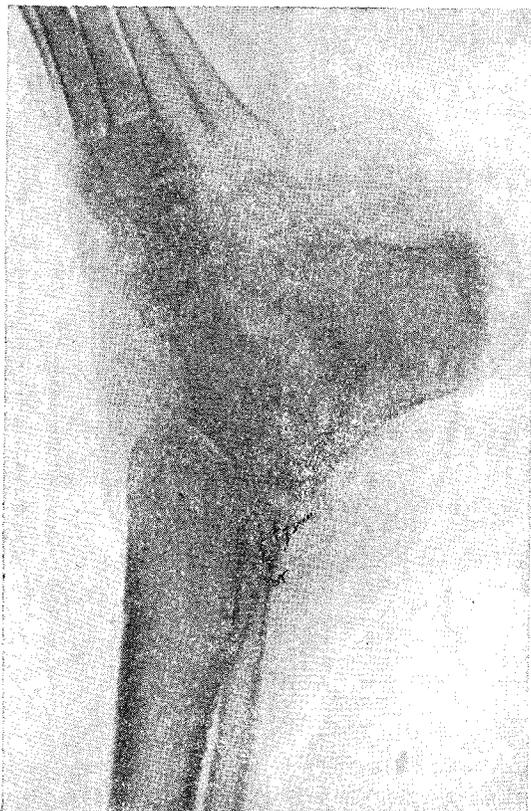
Рентгенограмма, произведенная через 3 года и 2 месяца после операции. Видно полное слияние пересаженной костной пластинки с окружающими костями
